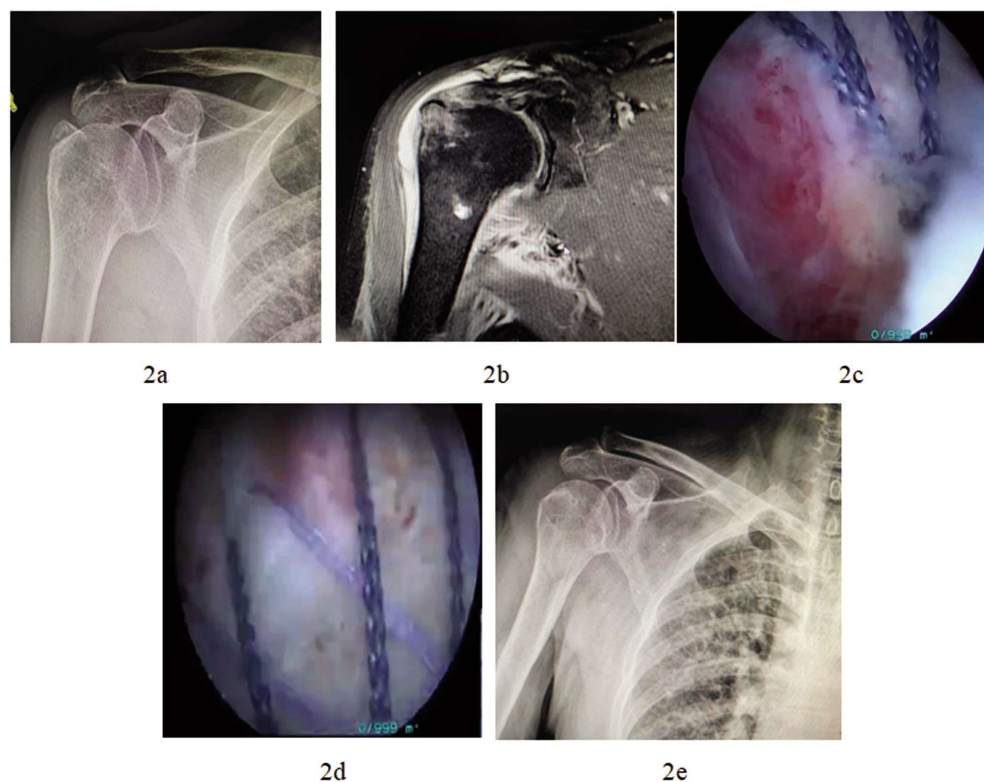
图2女,57岁,因摔伤致右肱骨大结节撕脱骨折,接受关节镜下双排缝线桥固定技术治疗。2a: X线示右肱骨大结节撕脱骨折,骨折移位明显。2b:术前MRI检查示右肱骨大结节撕脱骨折,网上肌腱完整。2c:肩关节镜辅助复位双排缝线桥固定技术术中第一枚外排钉植入情况。2d:双排缝线桥固定大结节撕脱骨折下示骨折复位及缝线位置分布良好。2e:术后X线示肱骨大结节撕脱骨折复位满意(Pink材质螺钉在X线上不显影)。
